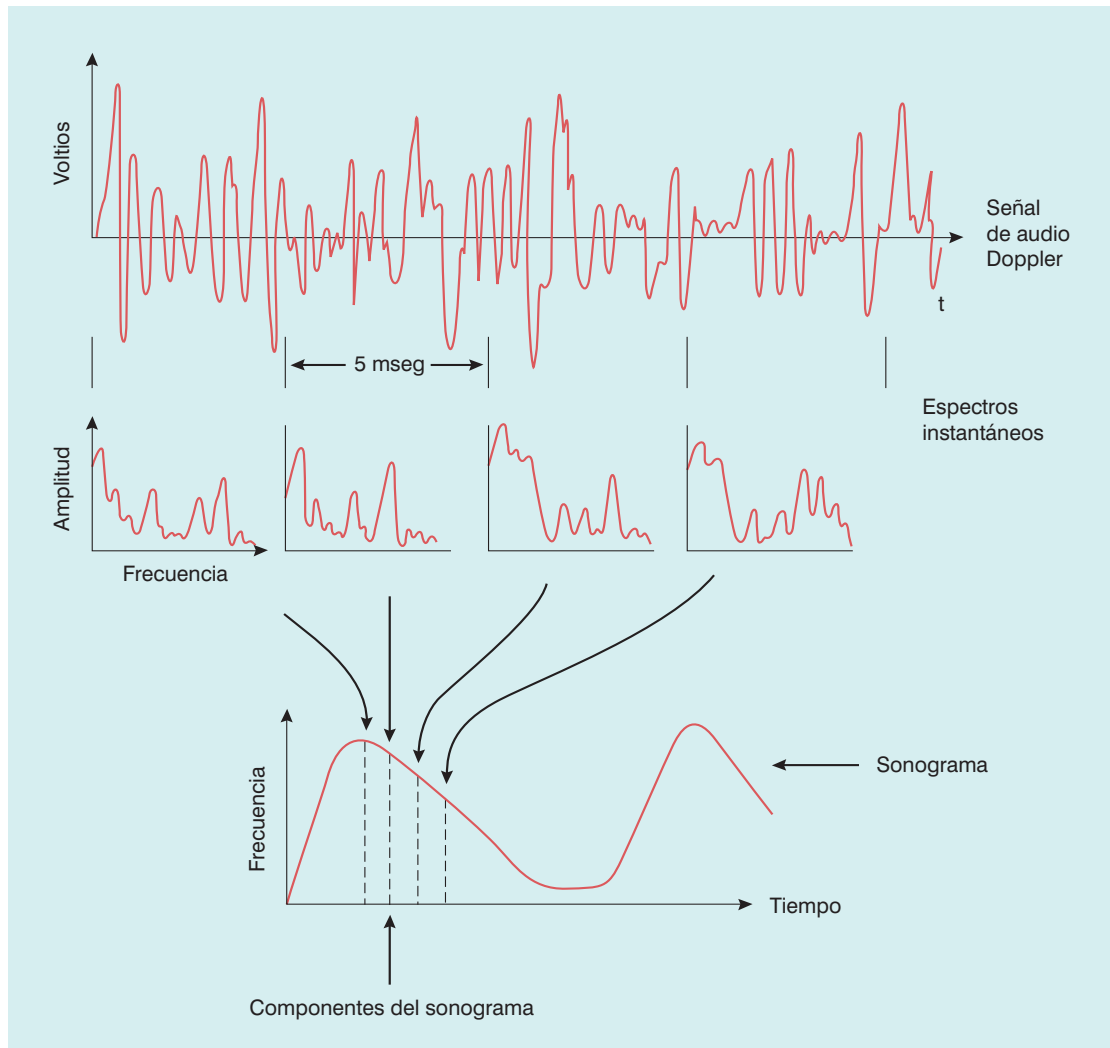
Representación esquemática del análisis de una señal Doppler para formar un sonograma (espectrograma). Con autorización de McDicken².
